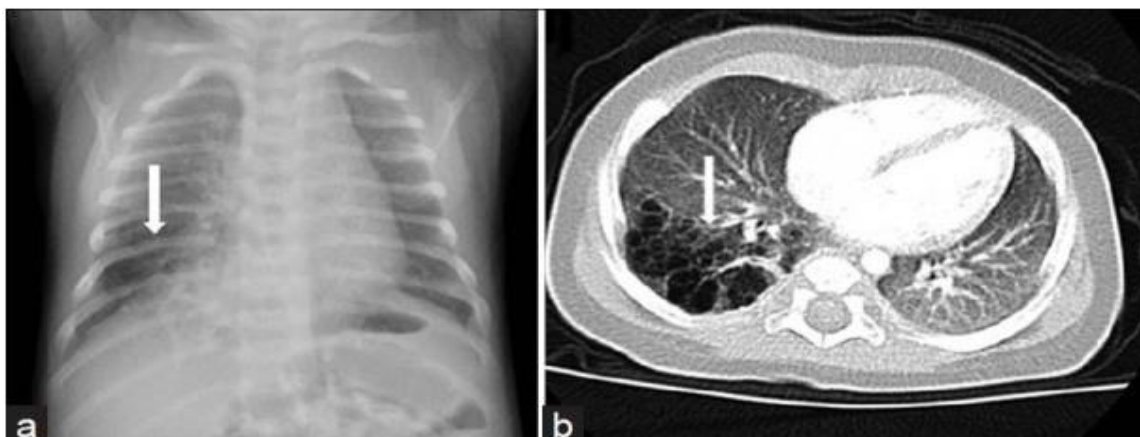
Malformación adenomatoidea congénita pulmonar tipo 2 en un bebé de 10 meses. A) radiografía de tórax donde se puede apreciar en lóbulo inferior derecho del pulmón una radiolucencia correspondiente a la zona quística. B) TC (ventana pulmonar) donde vemos múltiples quistes de menos de 2 cm agrupados en pulmón derecho. *Aditi Jain, K Anand, Saurabh Singla, Ashok Kumar. Congenital Cystic Lung Diseases. J Clin Imaging Sci* ⁽²⁰⁾
